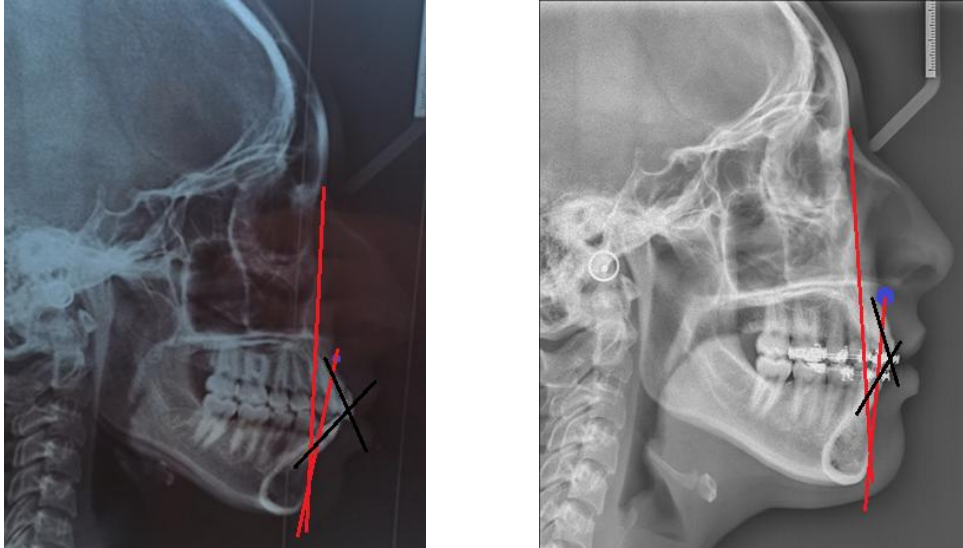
Comparación telerradiografías.
